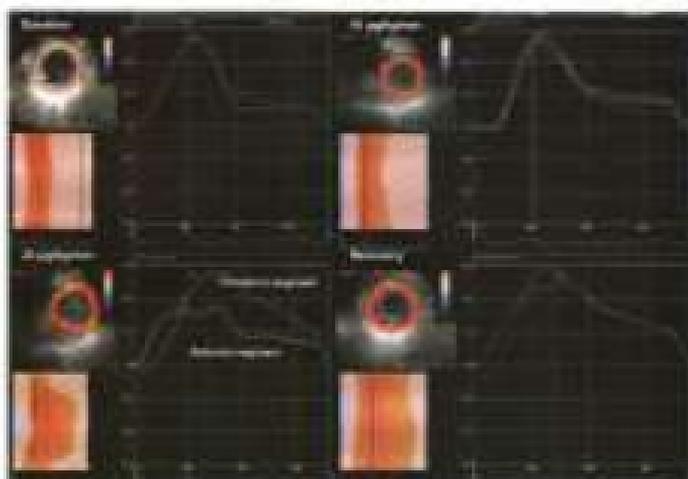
Радиальная стрейн, выявляющий десинхронизацию в течение стресс-ЭхоКГ у пациента при инфузии 30 мг/кг/мин дофутамина [104]
